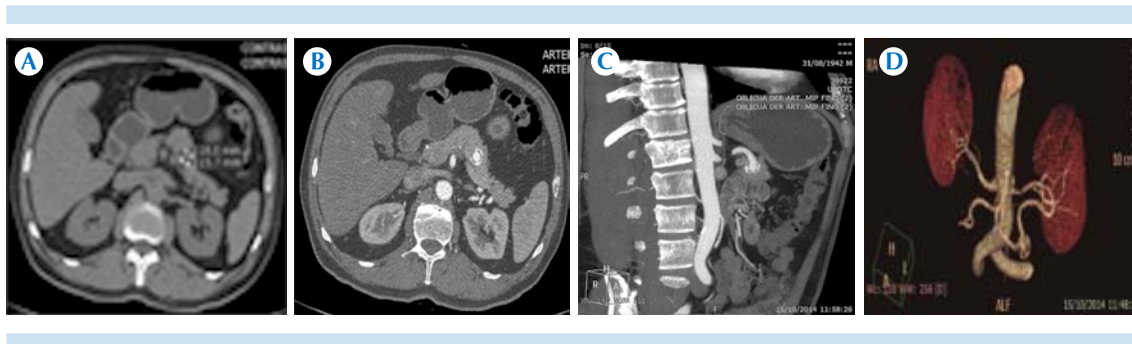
Hombre de 72 años, con hallazgo incidental de lesión aneurismática de la arteria esplénica, con calcificación de sus paredes, sin defecto de llenado intraluminal. A-B) Imágenes axiales de tomografía en fase simple y con contraste intravenoso; C) Reconstrucción multiplanar coronal; D) 3D.
